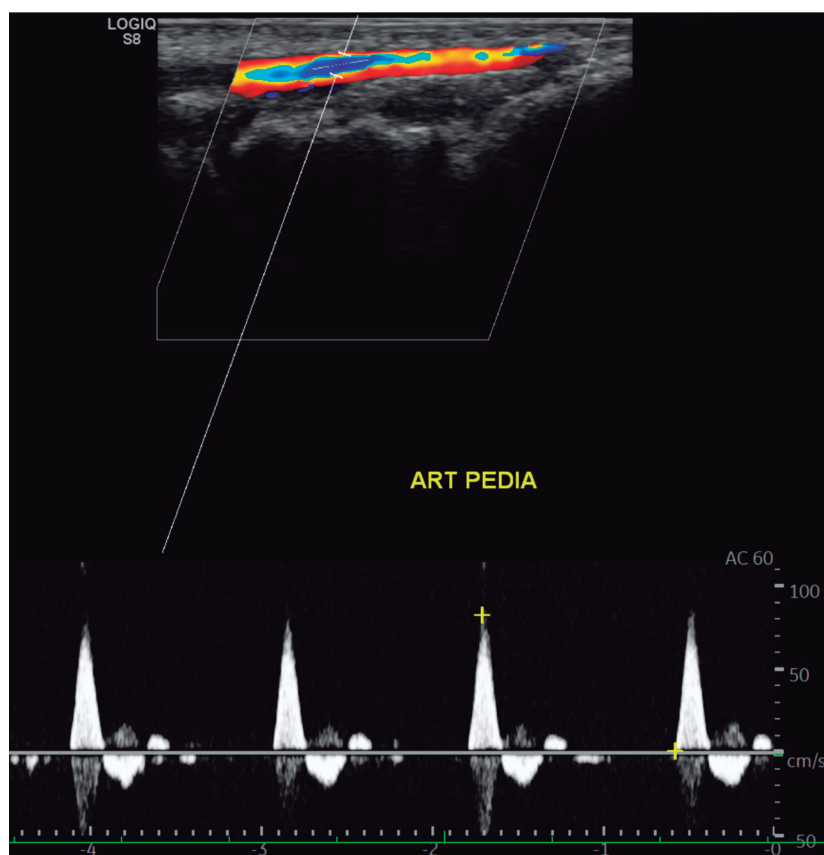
Estudio Doppler Espectral de la arteria pedia, la cual se muestra permeable, con adecuada señal al Doppler color y curvas espectrales habituales de alta resistencia
